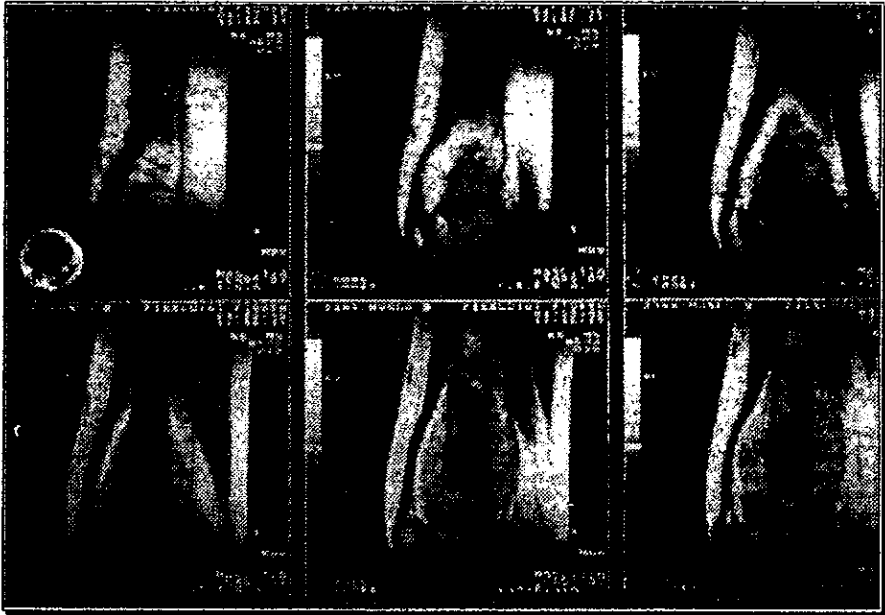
Resonancia Magnética Nuclear de Muslo Derecho.
